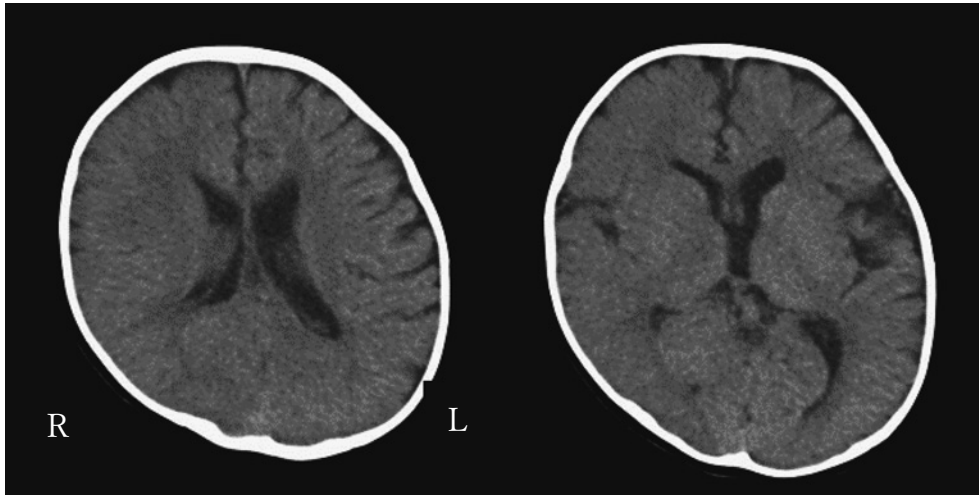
Brain computed tomography.
